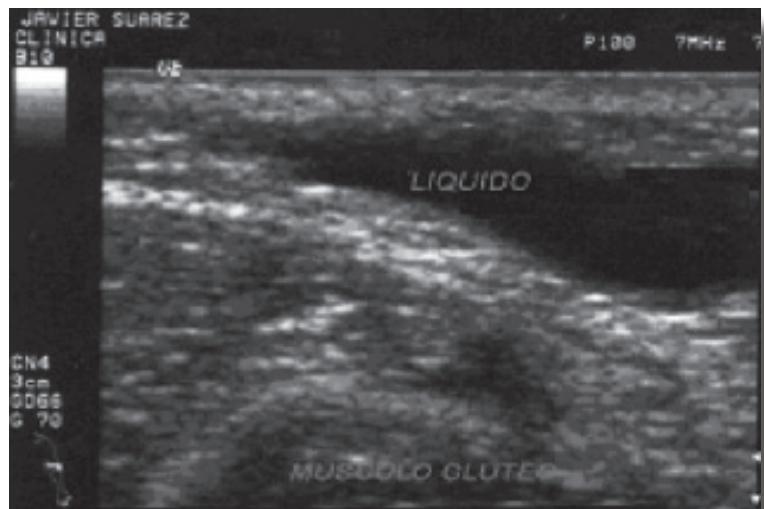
Ultrasonido donde se observa una imagen difusa por la presencia de líquido del quiste
